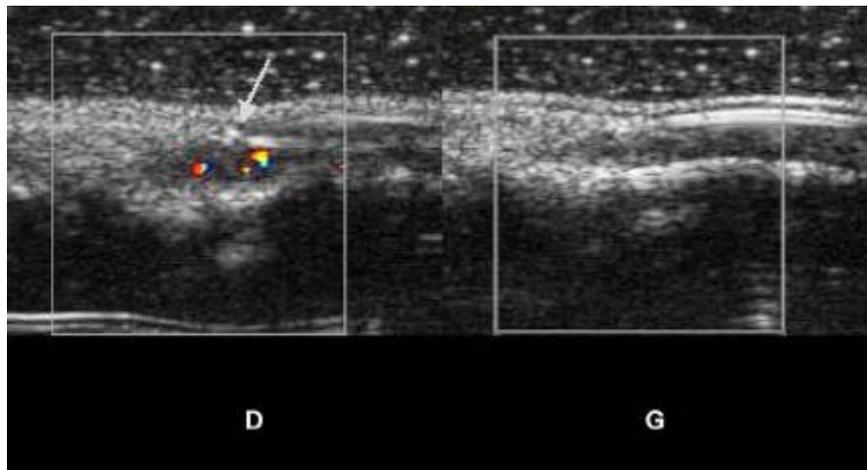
Échographie comparative (mains droite et gauche).
